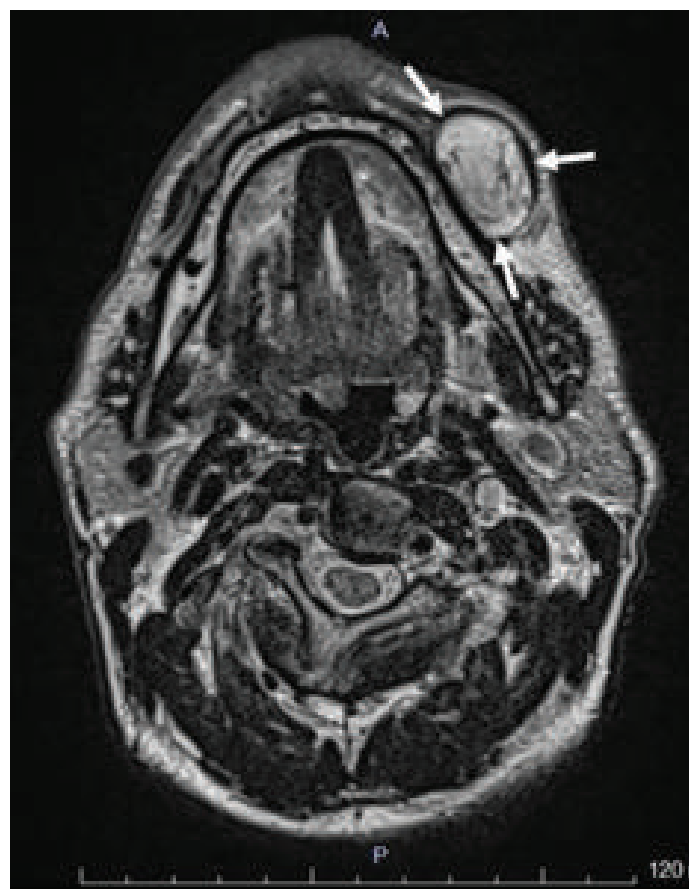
Lipomatous mass (between the arrows) lateral to the left corpus mandible has smooth margins on T2-weighted MRI. The mass contains rough calcified areas.
